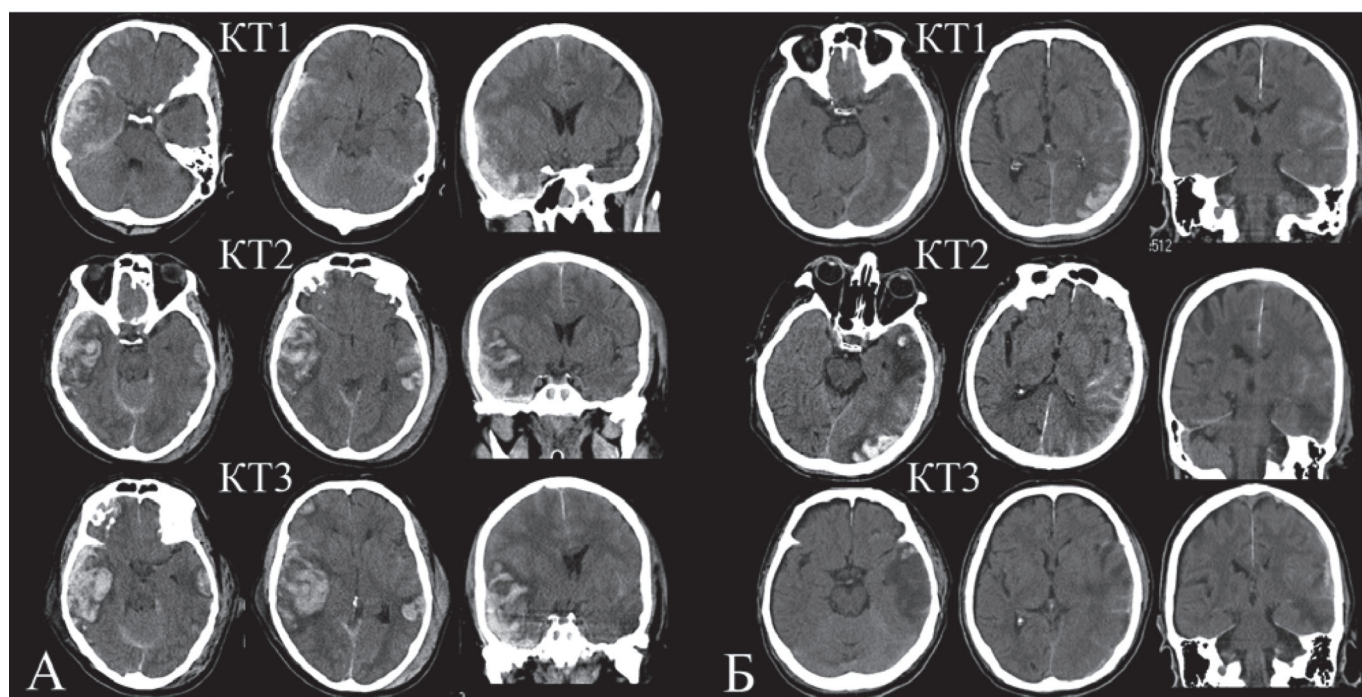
А. Клинический пример «значимой» КТ-прогрессии. Пациент Фе-в, 51 г. Верхний ряд — первичная КТ головного мозга через 2 ч после травмы, Marshall=2, Rotterdam=2, уровень сознания — глубокое оглушение (ШКГ=11-12); средний ряд — повторная КТ через 17,5 ч (19,5 ч после травмы), Marshall=6, Rotterdam=3, уровень сознания — сопор (ШКГ=10); нижний ряд — третья КТ через 25 часов (44,5 ч после травмы), Marshall=6, Rotterdam=4, уровень сознания — кома 1 (ШКГ=6). Б. Клинический пример «незначимой» КТ-прогрессии. Пациент Ми-в, 74 г. Верхний ряд — первичная КТ головного мозга через 1,5 ч после травмы, Marshall=2, Rotterdam=2, уровень сознания — глубокое оглушение (ШКГ=12); средний ряд — повторная КТ через 15 ч (16,5 ч после травмы), Marshall=2, Rotterdam=2, уровень сознания — глубокое оглушение (ШКГ=12); нижний ряд — третья КТ через 71,5 часов (88 ч после травмы), Marshall=2, Rotterdam=2, уровень сознания — глубокое оглушение (ШКГ=12).
